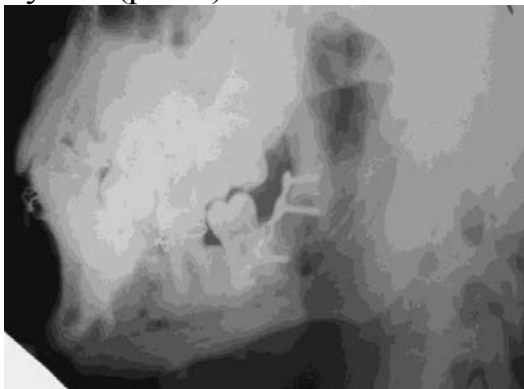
Рентгенограмма пациента после оперативного лечения. Остеосинтез угла нижней челюсти слева выполнен внутриротовым доступом.
